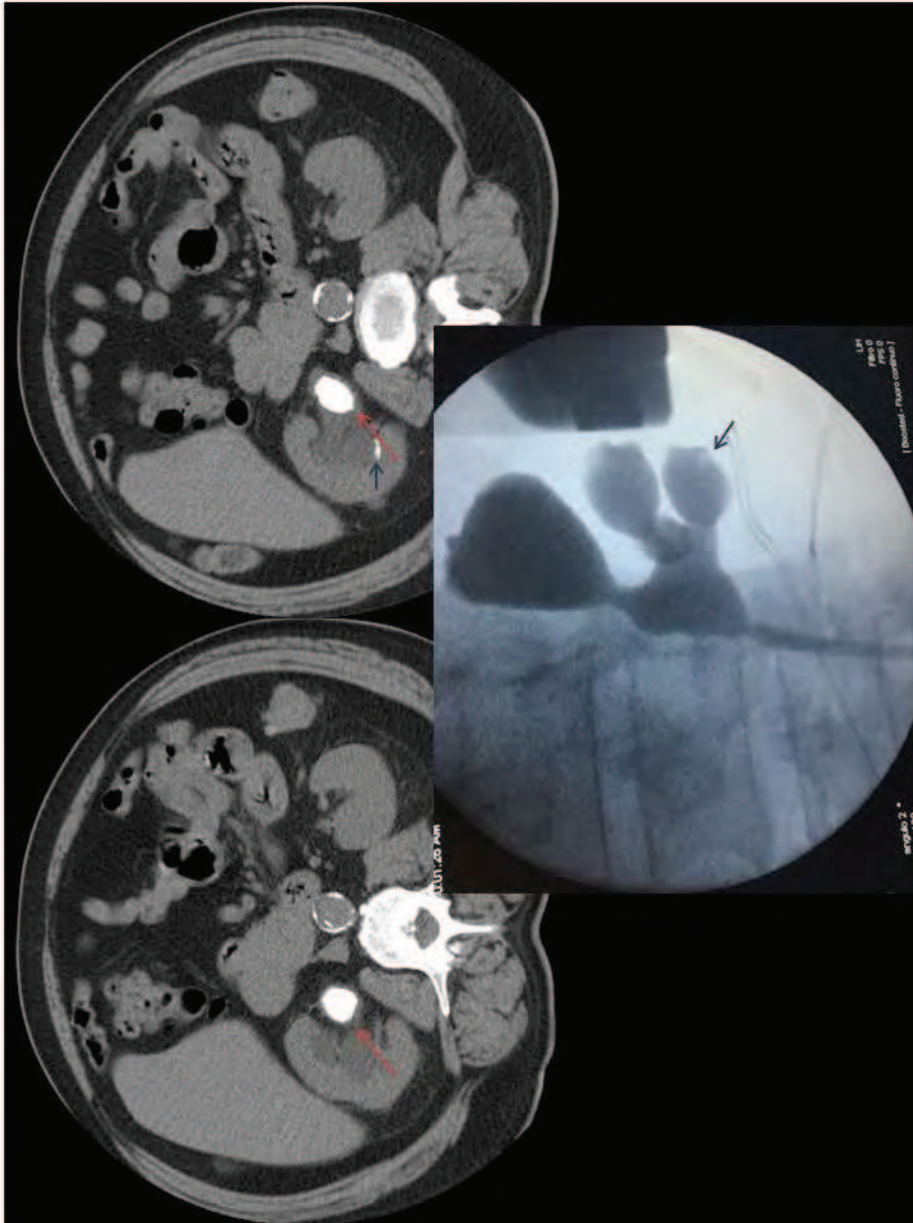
TAC abdominopélvico en el que se observa litiasis piélica derecha con hidronefrosis renal grado 2-3 y otra litiasis milimétrica en caliz inferior de dicha unidad renal. En la pielografía ascendente tras dos meses de tratamiento con alopurinol no se aprecia litiasis piélica.
